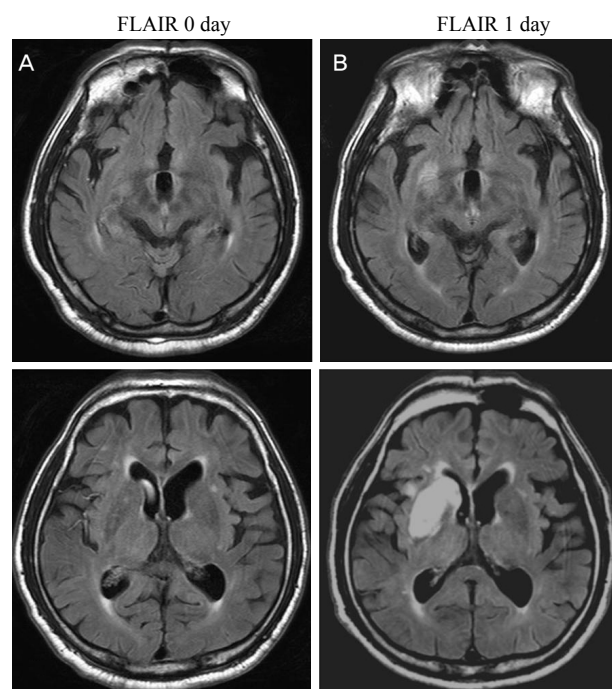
Serial FLAIR MRI before (A) and after (B) recanalization. FLAIR hyperintense vessels on initial MRI (A) disappeared after successful recanalization (B).
